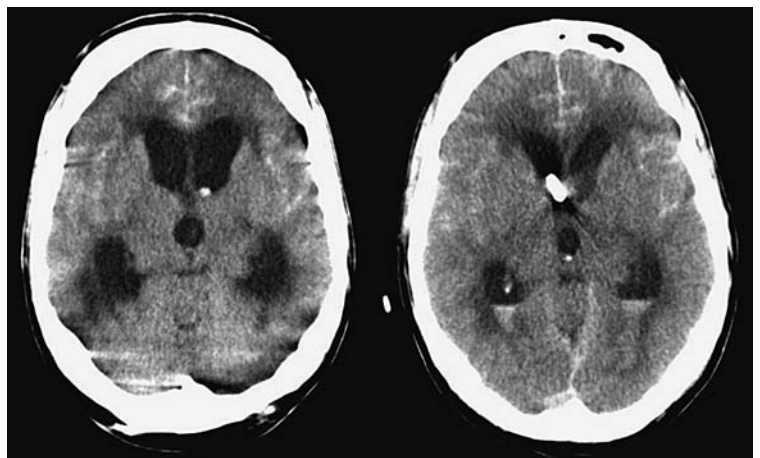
Kraniale Computertomografie (CCT) eines 55-jährigen Patienten mit Subarachnoidalblutung (WFNS-Grad V; WFNS = World Federation of Neurosurgical Societies) und Hydrozephalus (links). Nach Anlage einer EVD über eine rechts frontale Bohrlöcheroperation ist die Ventrikelweite rückläufig (rechts) (mit freundlicher Genehmigung von Prof. Dr. M. Bendszus, Neuroradiologie Universitätsklinikum Heidelberg).
